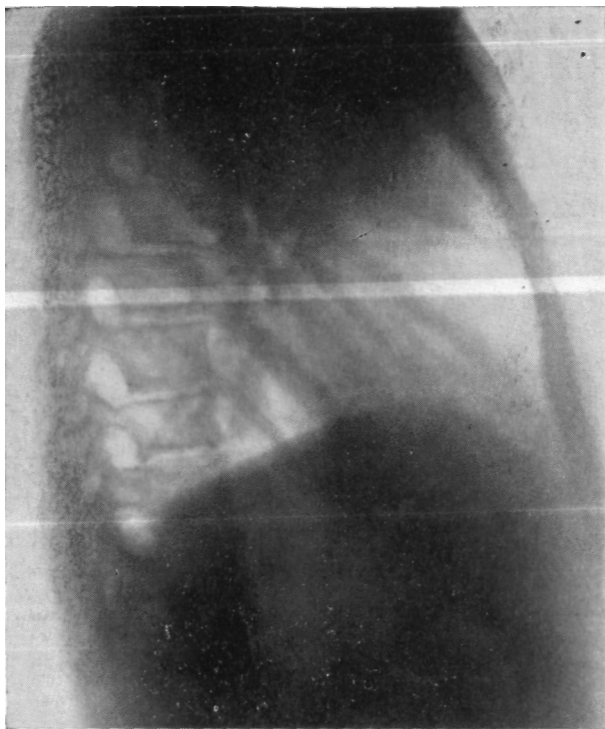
Та же больная. Боковая рентгенограмма правого легкого. Ателектаз верхней доли.
